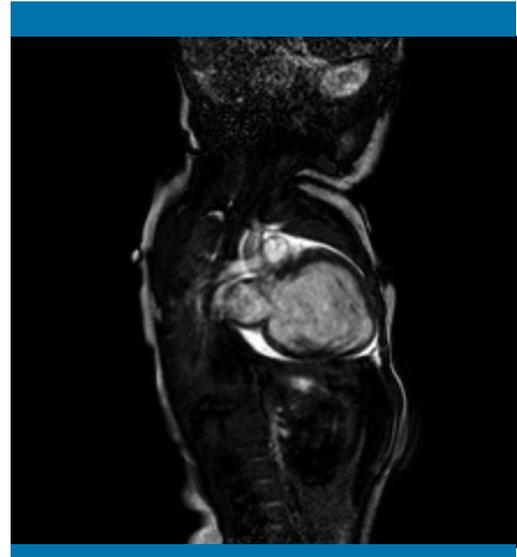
Resonancia magnética cardíaca, en la que se aprecia un moderado-severo derrame pericárdico, así como una dilatación severa del ventrículo izquierdo con disfunción severa
